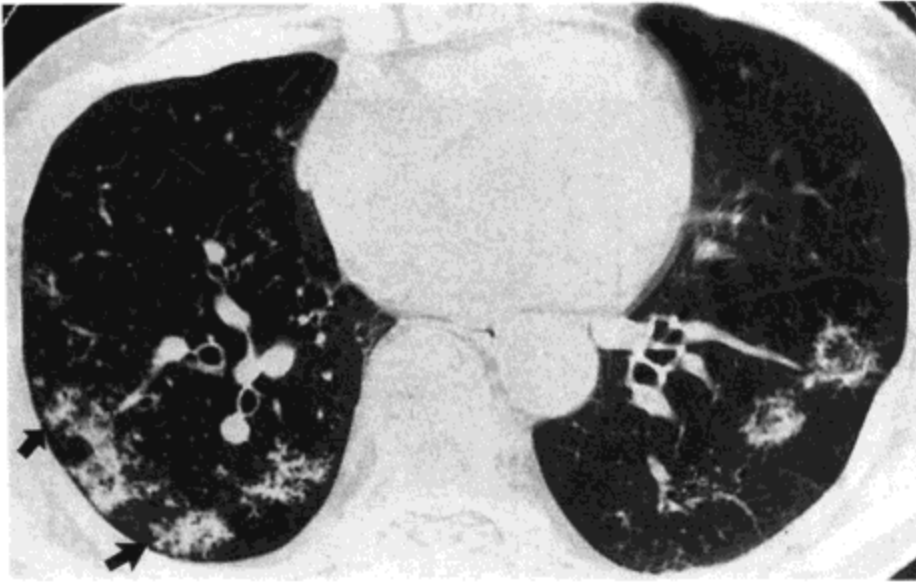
肺结核伴支气管内播散。高分辨率CT (1.0mm层厚) 示小结节与分支状线样影 (树芽征) (箭号), 双侧肺内片状分布。局灶性磨砂玻璃影也很明显。病人为一67岁的女性 (经允许, 选自Lee JY, 等。J Comput Assist Tomogr 2000; 24:698.)。
